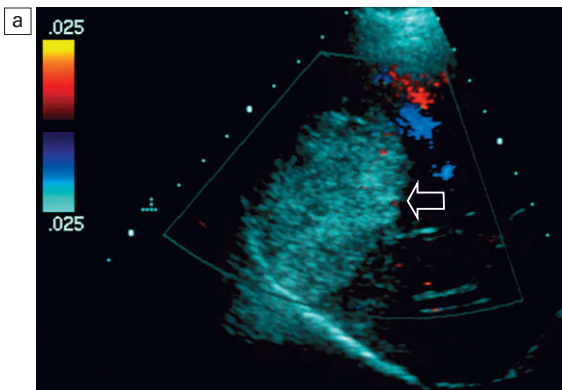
a) Imagen transversal de Doppler color del lóbulo hepático derecho. Se identifica fácilmente una gran masa ecogénica (flecha). No se aprecia flujo dentro de la masa con el Doppler color a pesar de haberse establecido los parámetros para una máxima sensibilidad. b) La imagen del Doppler de energía de la lesión muestra un patrón de señal en forma de hoja dentro de la masa. Esto representa con mayor probabilidad un artefacto basado en la discriminación de movimiento. Con el Doppler energía el artefacto tiende a producirse en los píxeles de alta intensidad de reflexión. La biopsia confirmó que esta lesión era un hemangioma.
